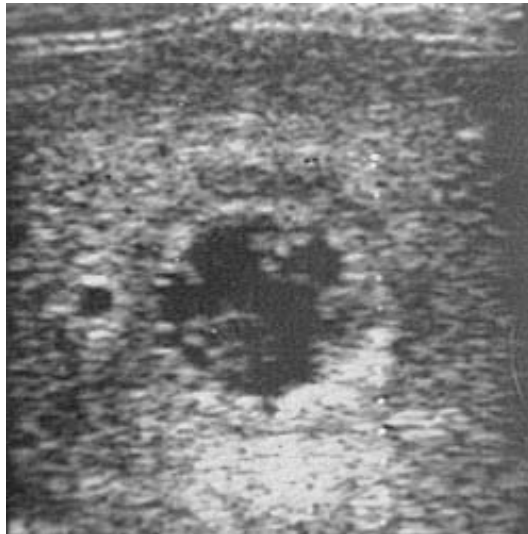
Image échographique montrant une lésion hypoéchogène à contours flous de 5 cm de grand axe avec renforcement postérieur.
